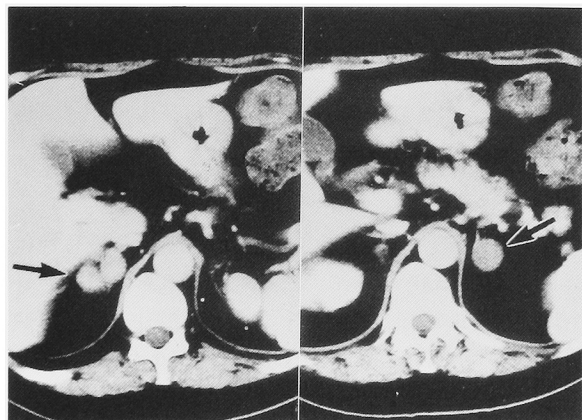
Abdominal CT (enhanced) showing bilateral adrenal tumors.
